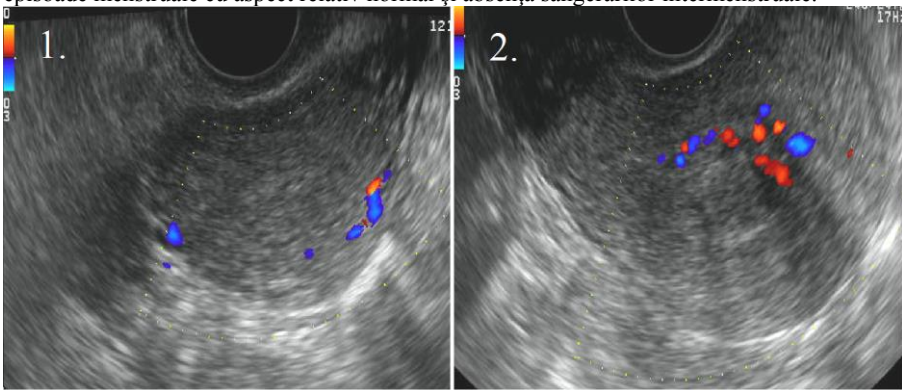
Discretă reducere a dimensiunilor fibromului. Absența semnalului Doppler intranodular(1) Vascularizație prezentă la nivelul endometrului 3 luni post-embolizare(2)
